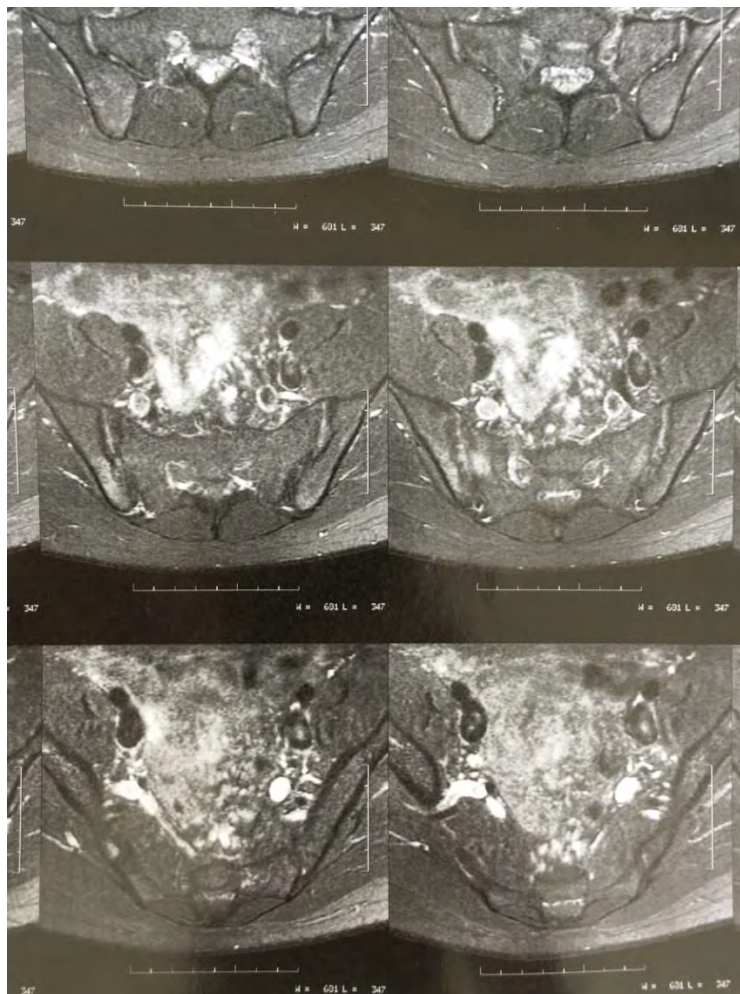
Ressonância Magnética Sacroilíaca mostrando sacroileíte bilateral.
